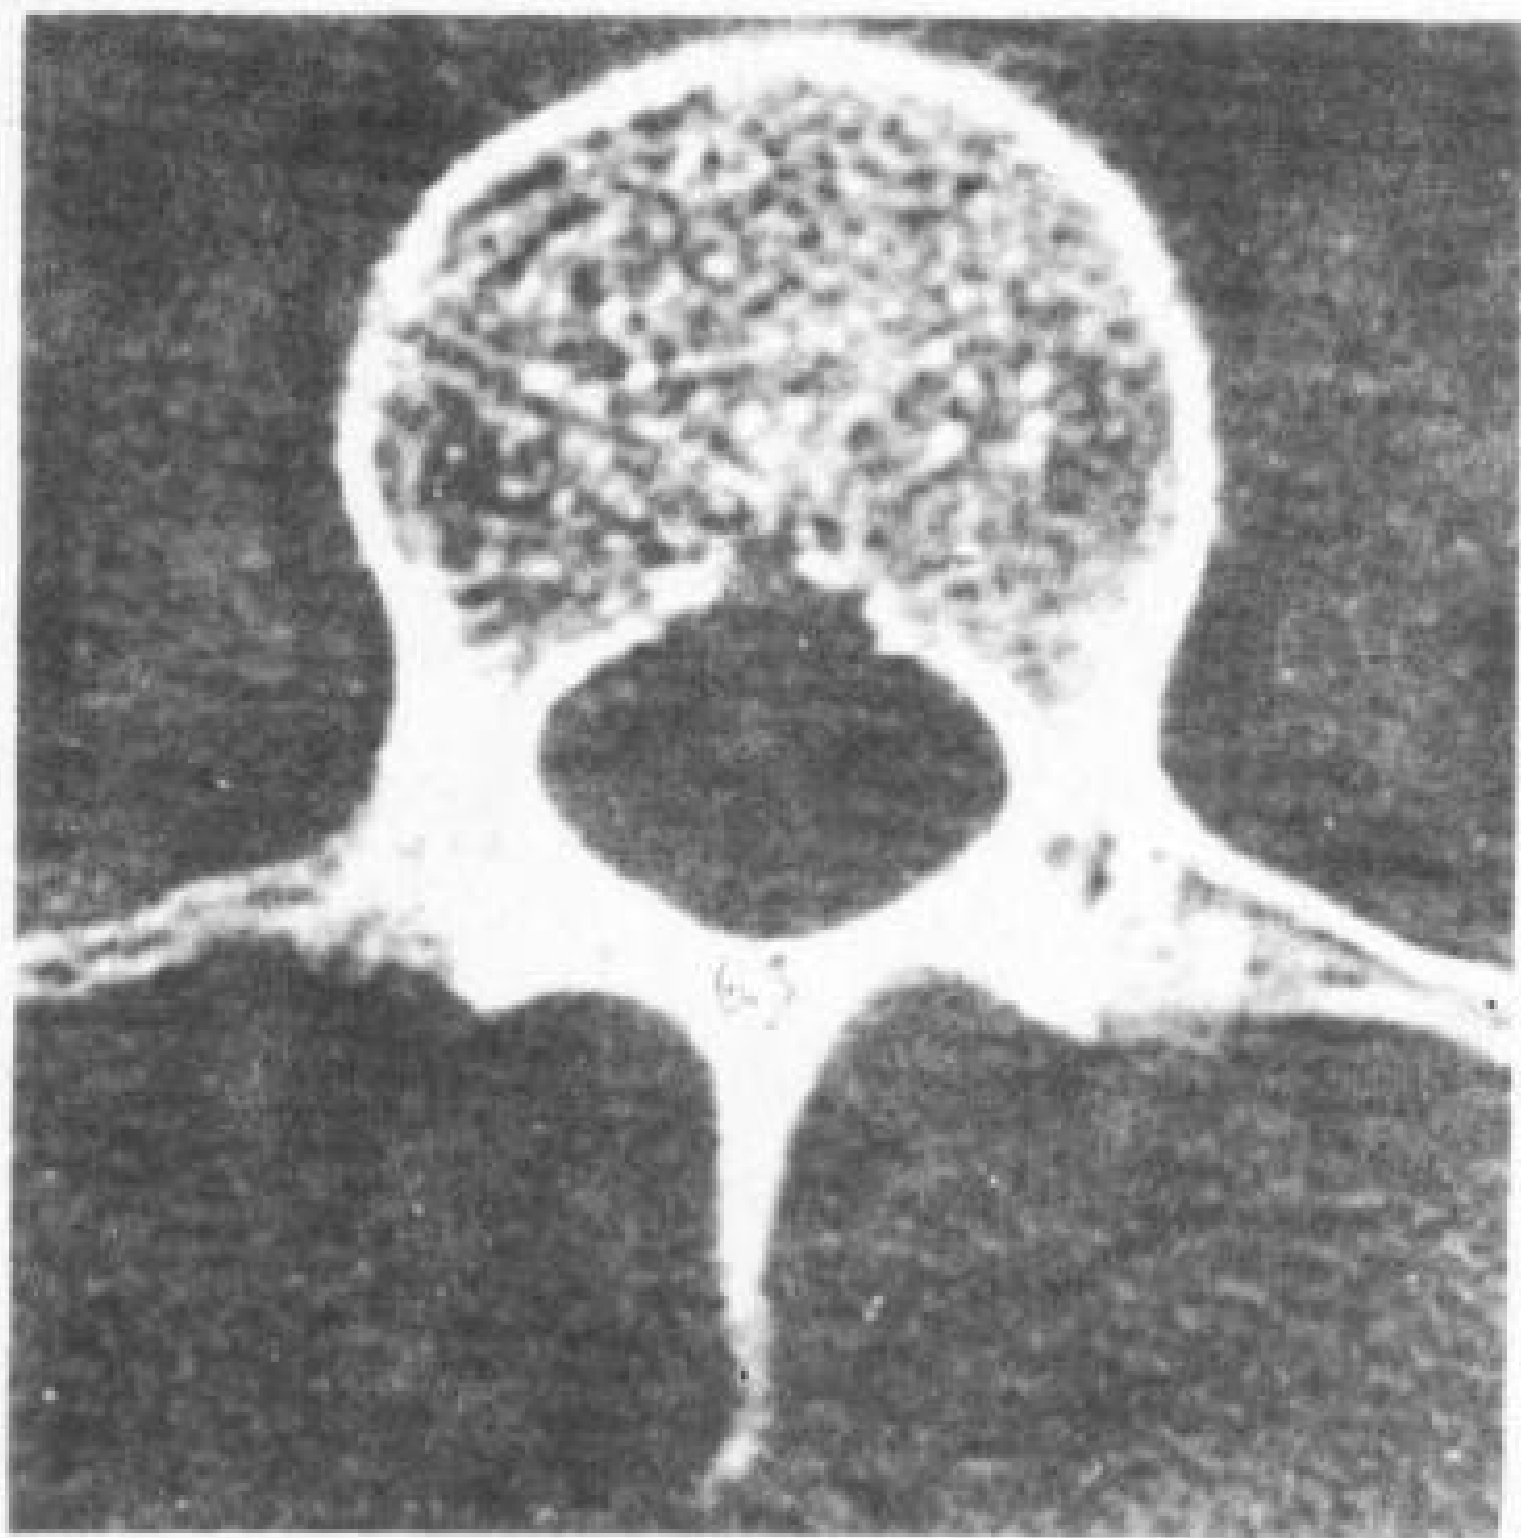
L<sub>2</sub>CT 横断象
